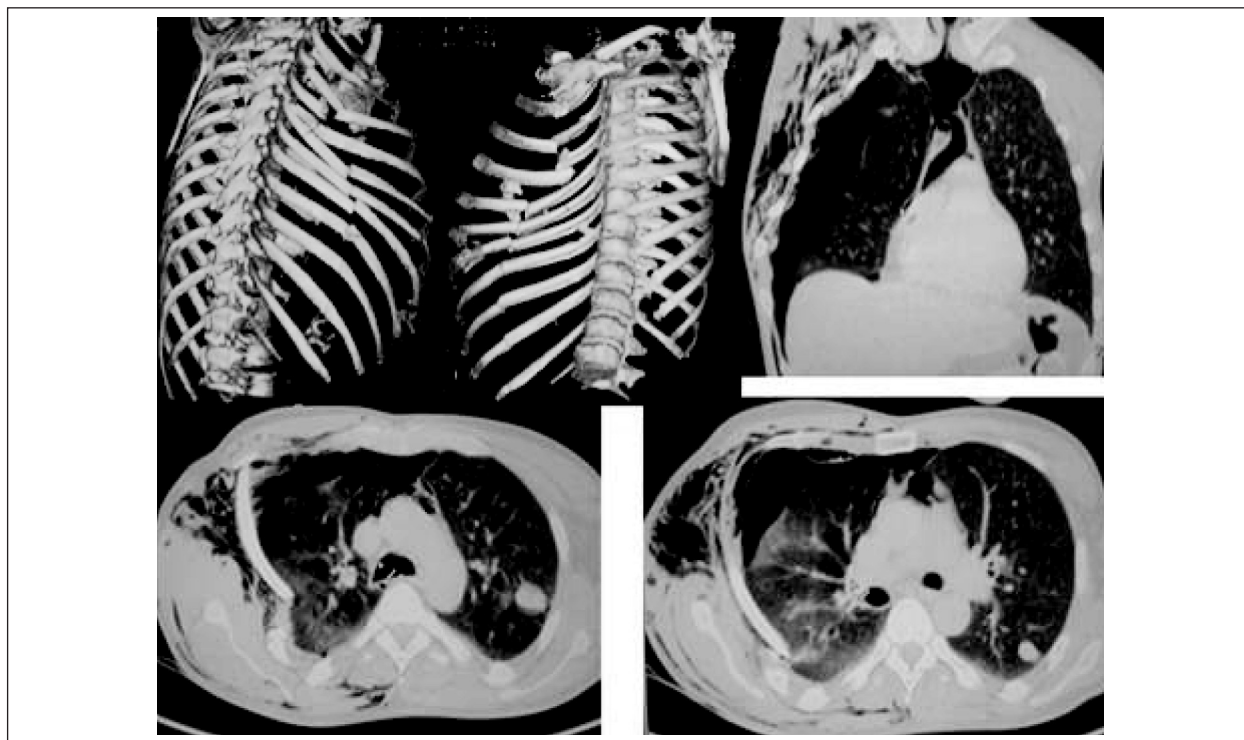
Компьютерная томография грудной полости. Множественные переломы ребер справа, ППТ справа, эмфизема грудной клетки, ушиб легких и пневмомедиастинум.
